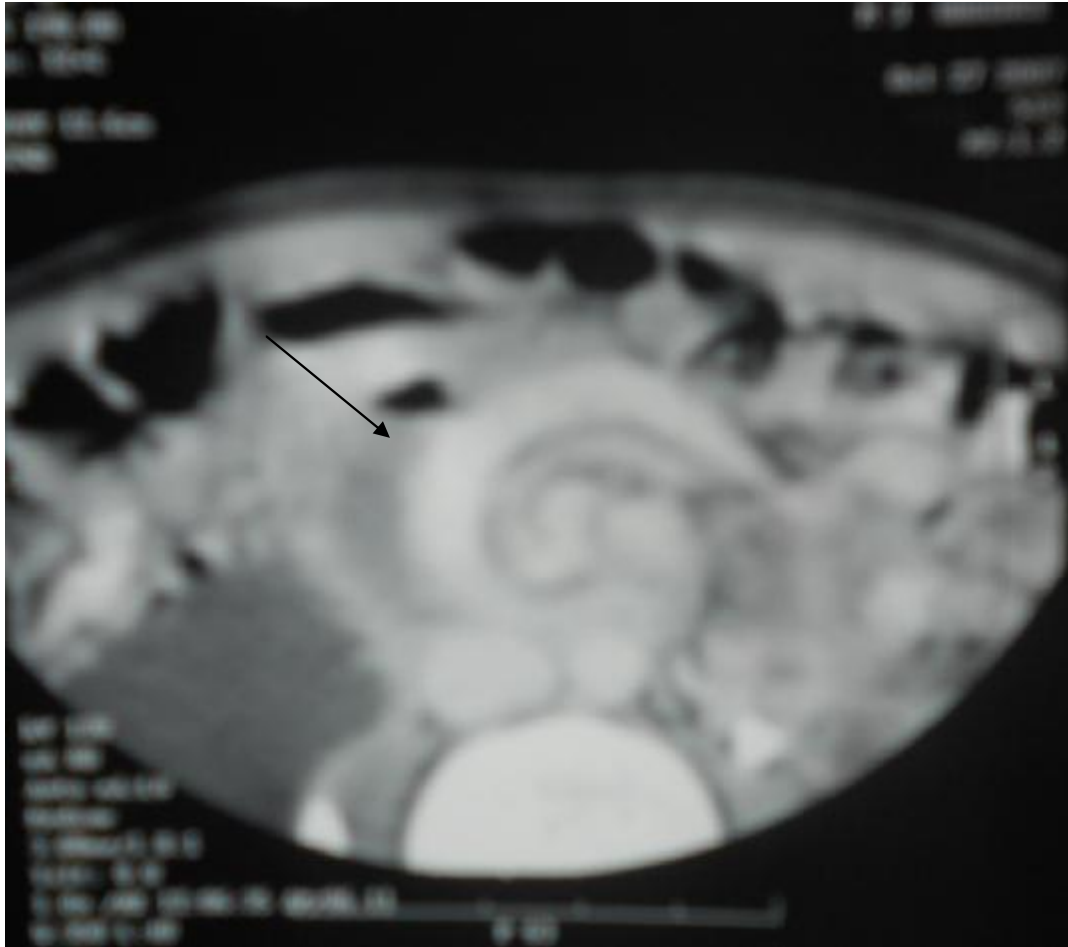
TDM abdominale montrant un aspect en « tour de spire » en faveur d'un volvulus du grêle.
